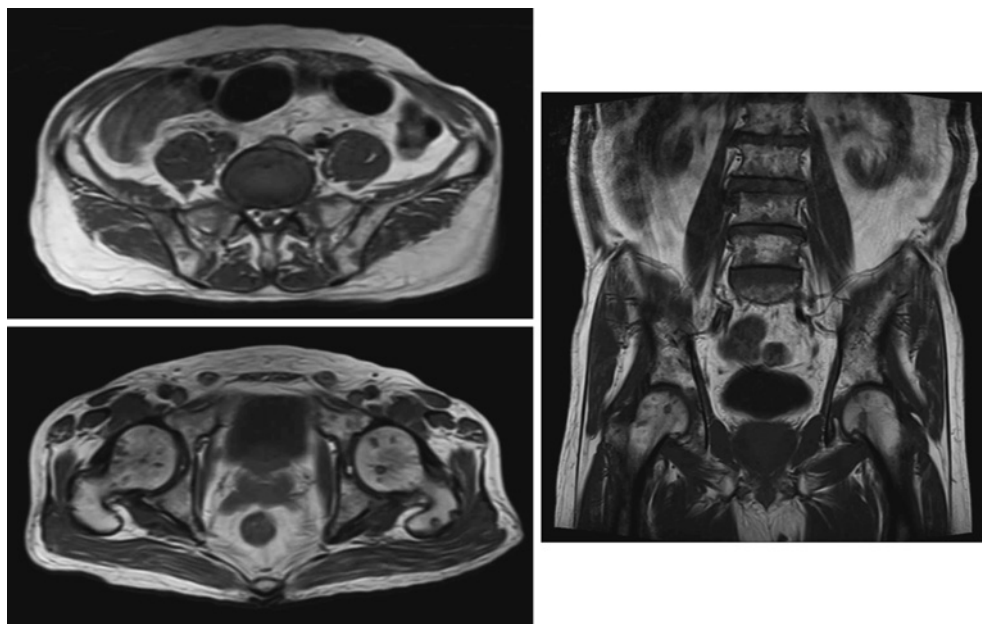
臍帯血移植後 day24 の MRI 画像. 腰椎, 骨盤骨および大腿骨には T1W1 にて低輝度を示す領域の多発を認めた.
